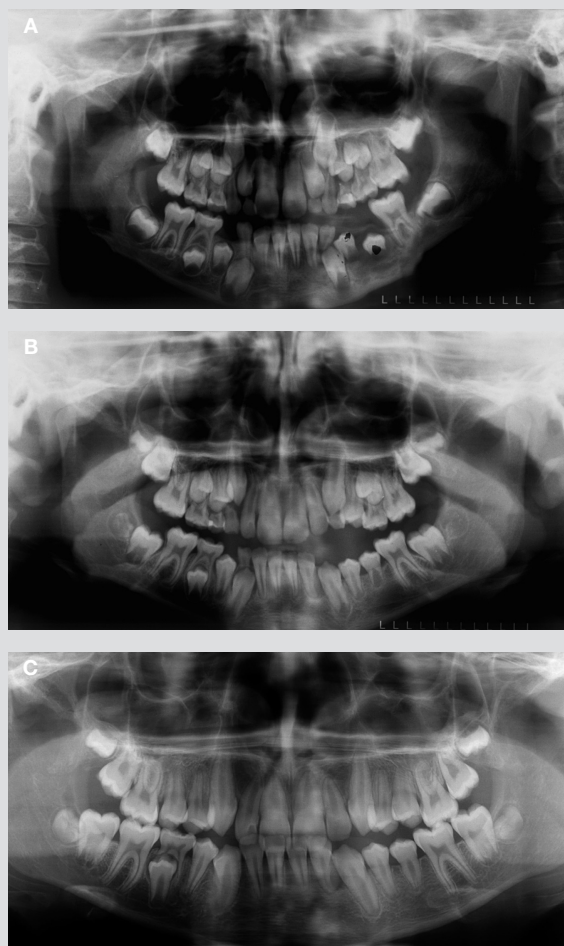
Ortopantomogram præoperativt.
